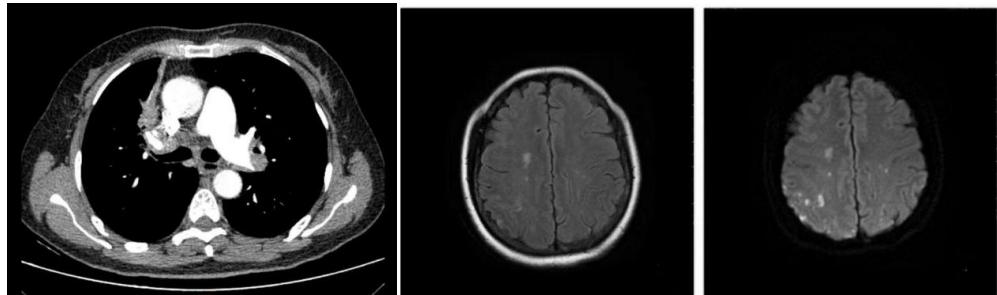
Chest enhanced CT and DW-MRI of the case 1
